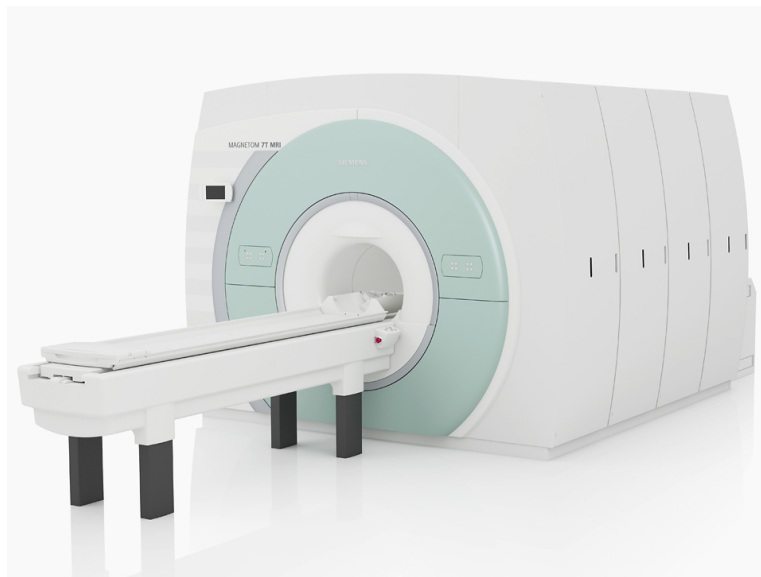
Exemplo de equipamento para ressonância magnética, o Siemens MAGNETOM 7T (<http://www.healthcare.siemens.com/magnetic-resonance-imaging/7t-mri-scanner/magnetom-7t>).
